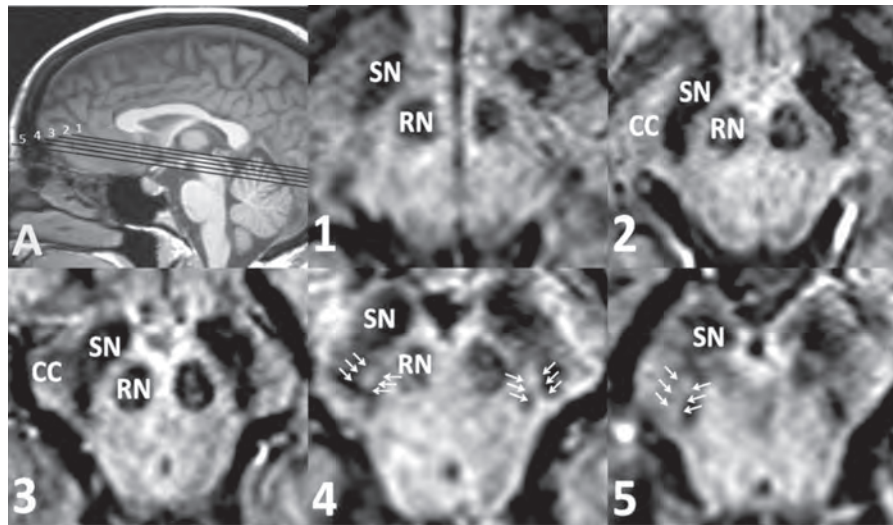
T1 強調 MRI の正中矢状断像 (A)。黒質を検出可能な SWI 画像上の横断面を示すローライザーも表示している (1-5)。通常、SN は 5 つの横断面、赤核は最大 4 つの横断面で検出可能であった。背外側黒質の高信号域は、黒質の後部 3 番目のスライスに認められる。したがって、背外側黒質の高信号域の有無に関する評価には 2 つのスライスを使用し、1 つ目は黒質と赤核の両者がはっきりと視認できる最も下側のスライス、2 つ目は尾側の隣接するスライスとした。後者では黒質を常に視認できるが、赤核は視認できないか、かすかに視認できるにすぎない。背外側黒質の高信号域は、矢印の内側に位置する。MRI = 磁気共鳴画像 (magnetic resonance imaging), SN = 黒質 (substantia nigra), RN = 赤核 (red nucleus), CC = 大脳脚 (crus cerebri)
